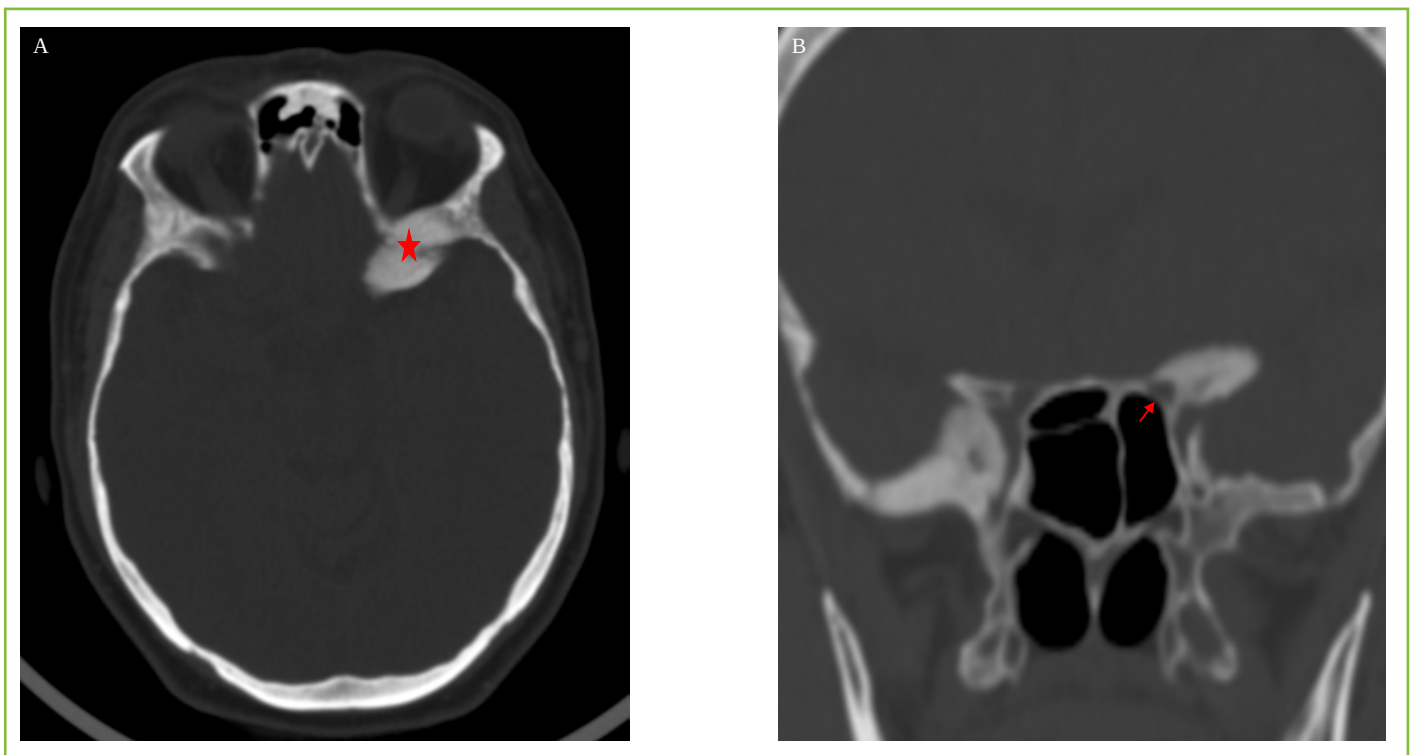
Tomografía axial computarizada craneal, ventana ósea. A. En corte axial: se observa un engrosamiento del ala mayor esfenoides izquierda con patrón en vidrio deslustrado (estrella roja). B. En corte coronal: disminución del calibre del canal óptico izquierdo (flecha roja).
